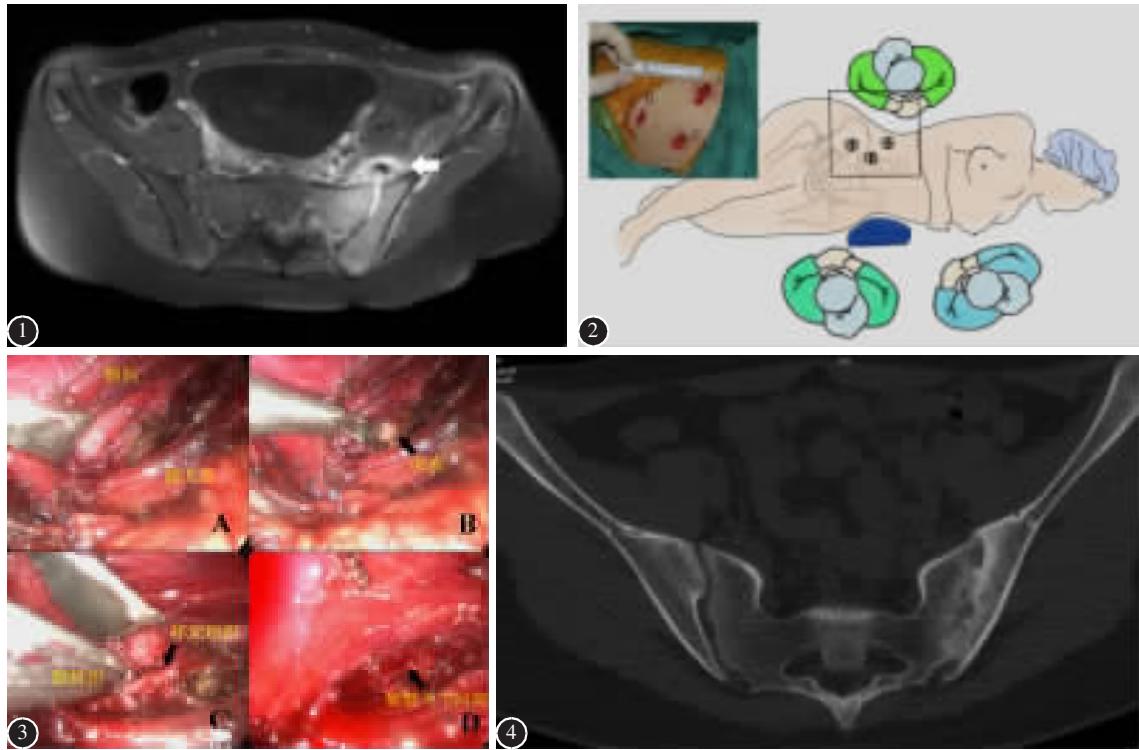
术前MRI(T1增强)示右侧骶髂关节破坏,脓肿形成(箭头)
